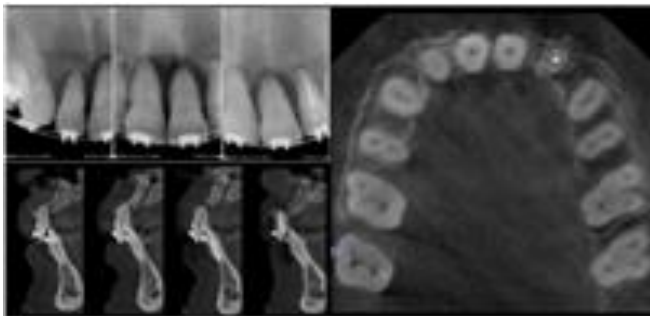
Análisis radiográfico y CBCT
